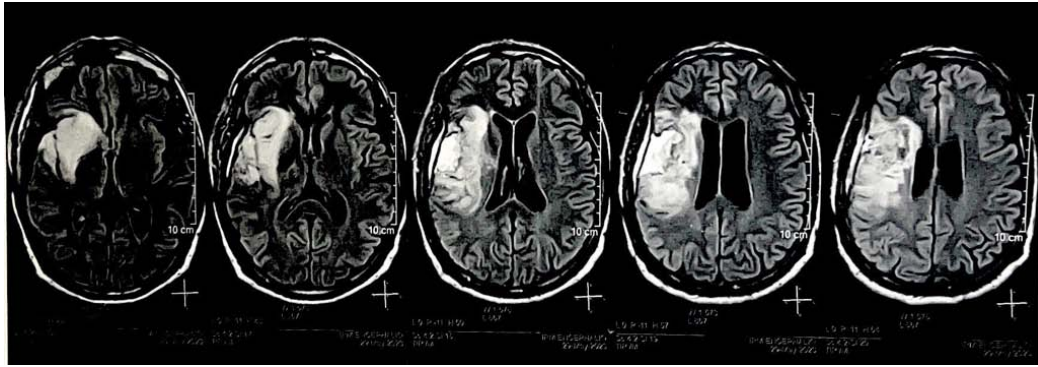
Coupes IRM cérébrale objectivant la lésion tumorale
